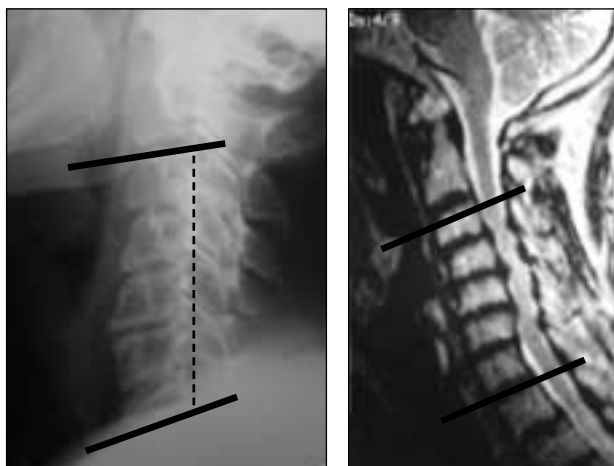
Eje radiológico y en la RM en el mismo paciente.
